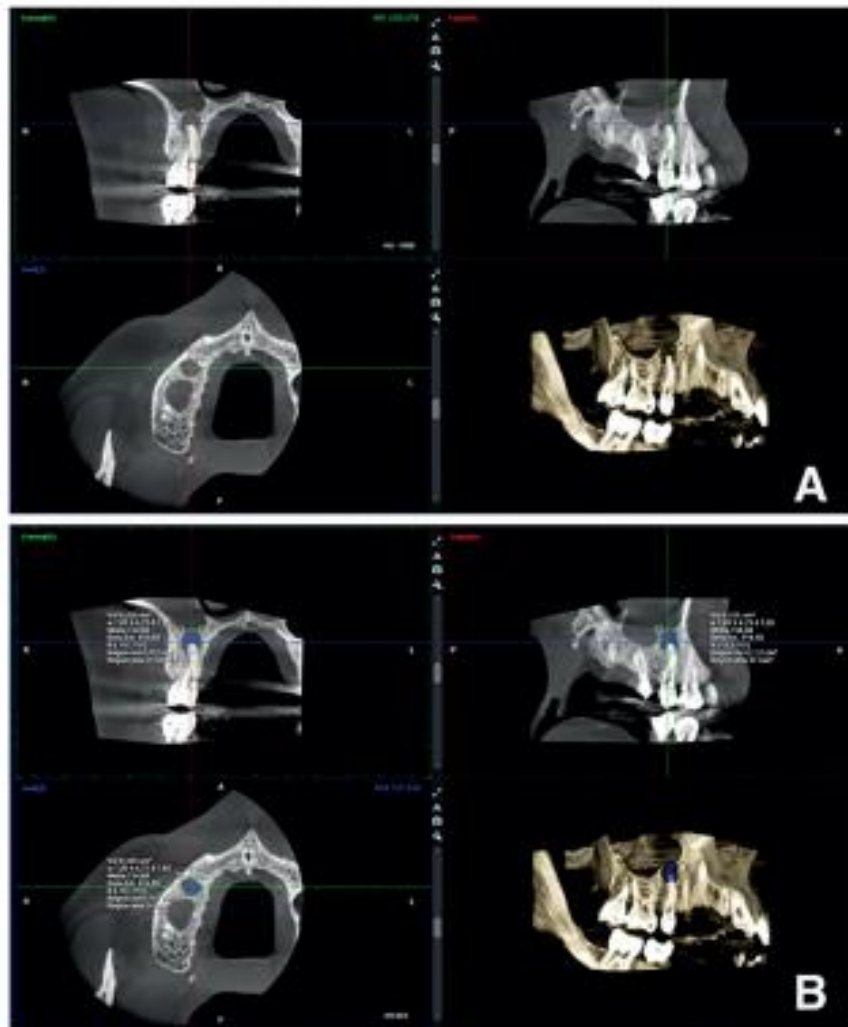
a. CBCT images of the same 2nd premolar with sagittal, axial and coronal sections. b. Volume measurements performed in the Planmeca Software (112 mm³).
